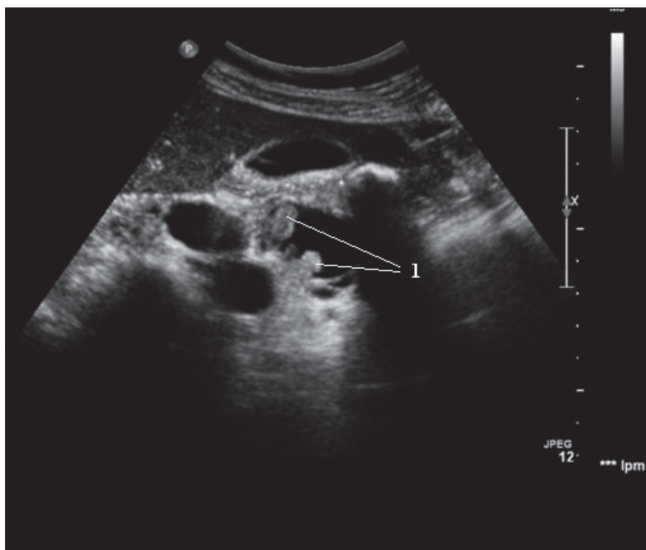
Ecografía abdominal sin contraste en modo B centrada en la cabeza del páncreas, donde se aprecia la lesión sólido-quística en la cabeza del páncreas, con proyecciones papilares sólidas internas (1).
